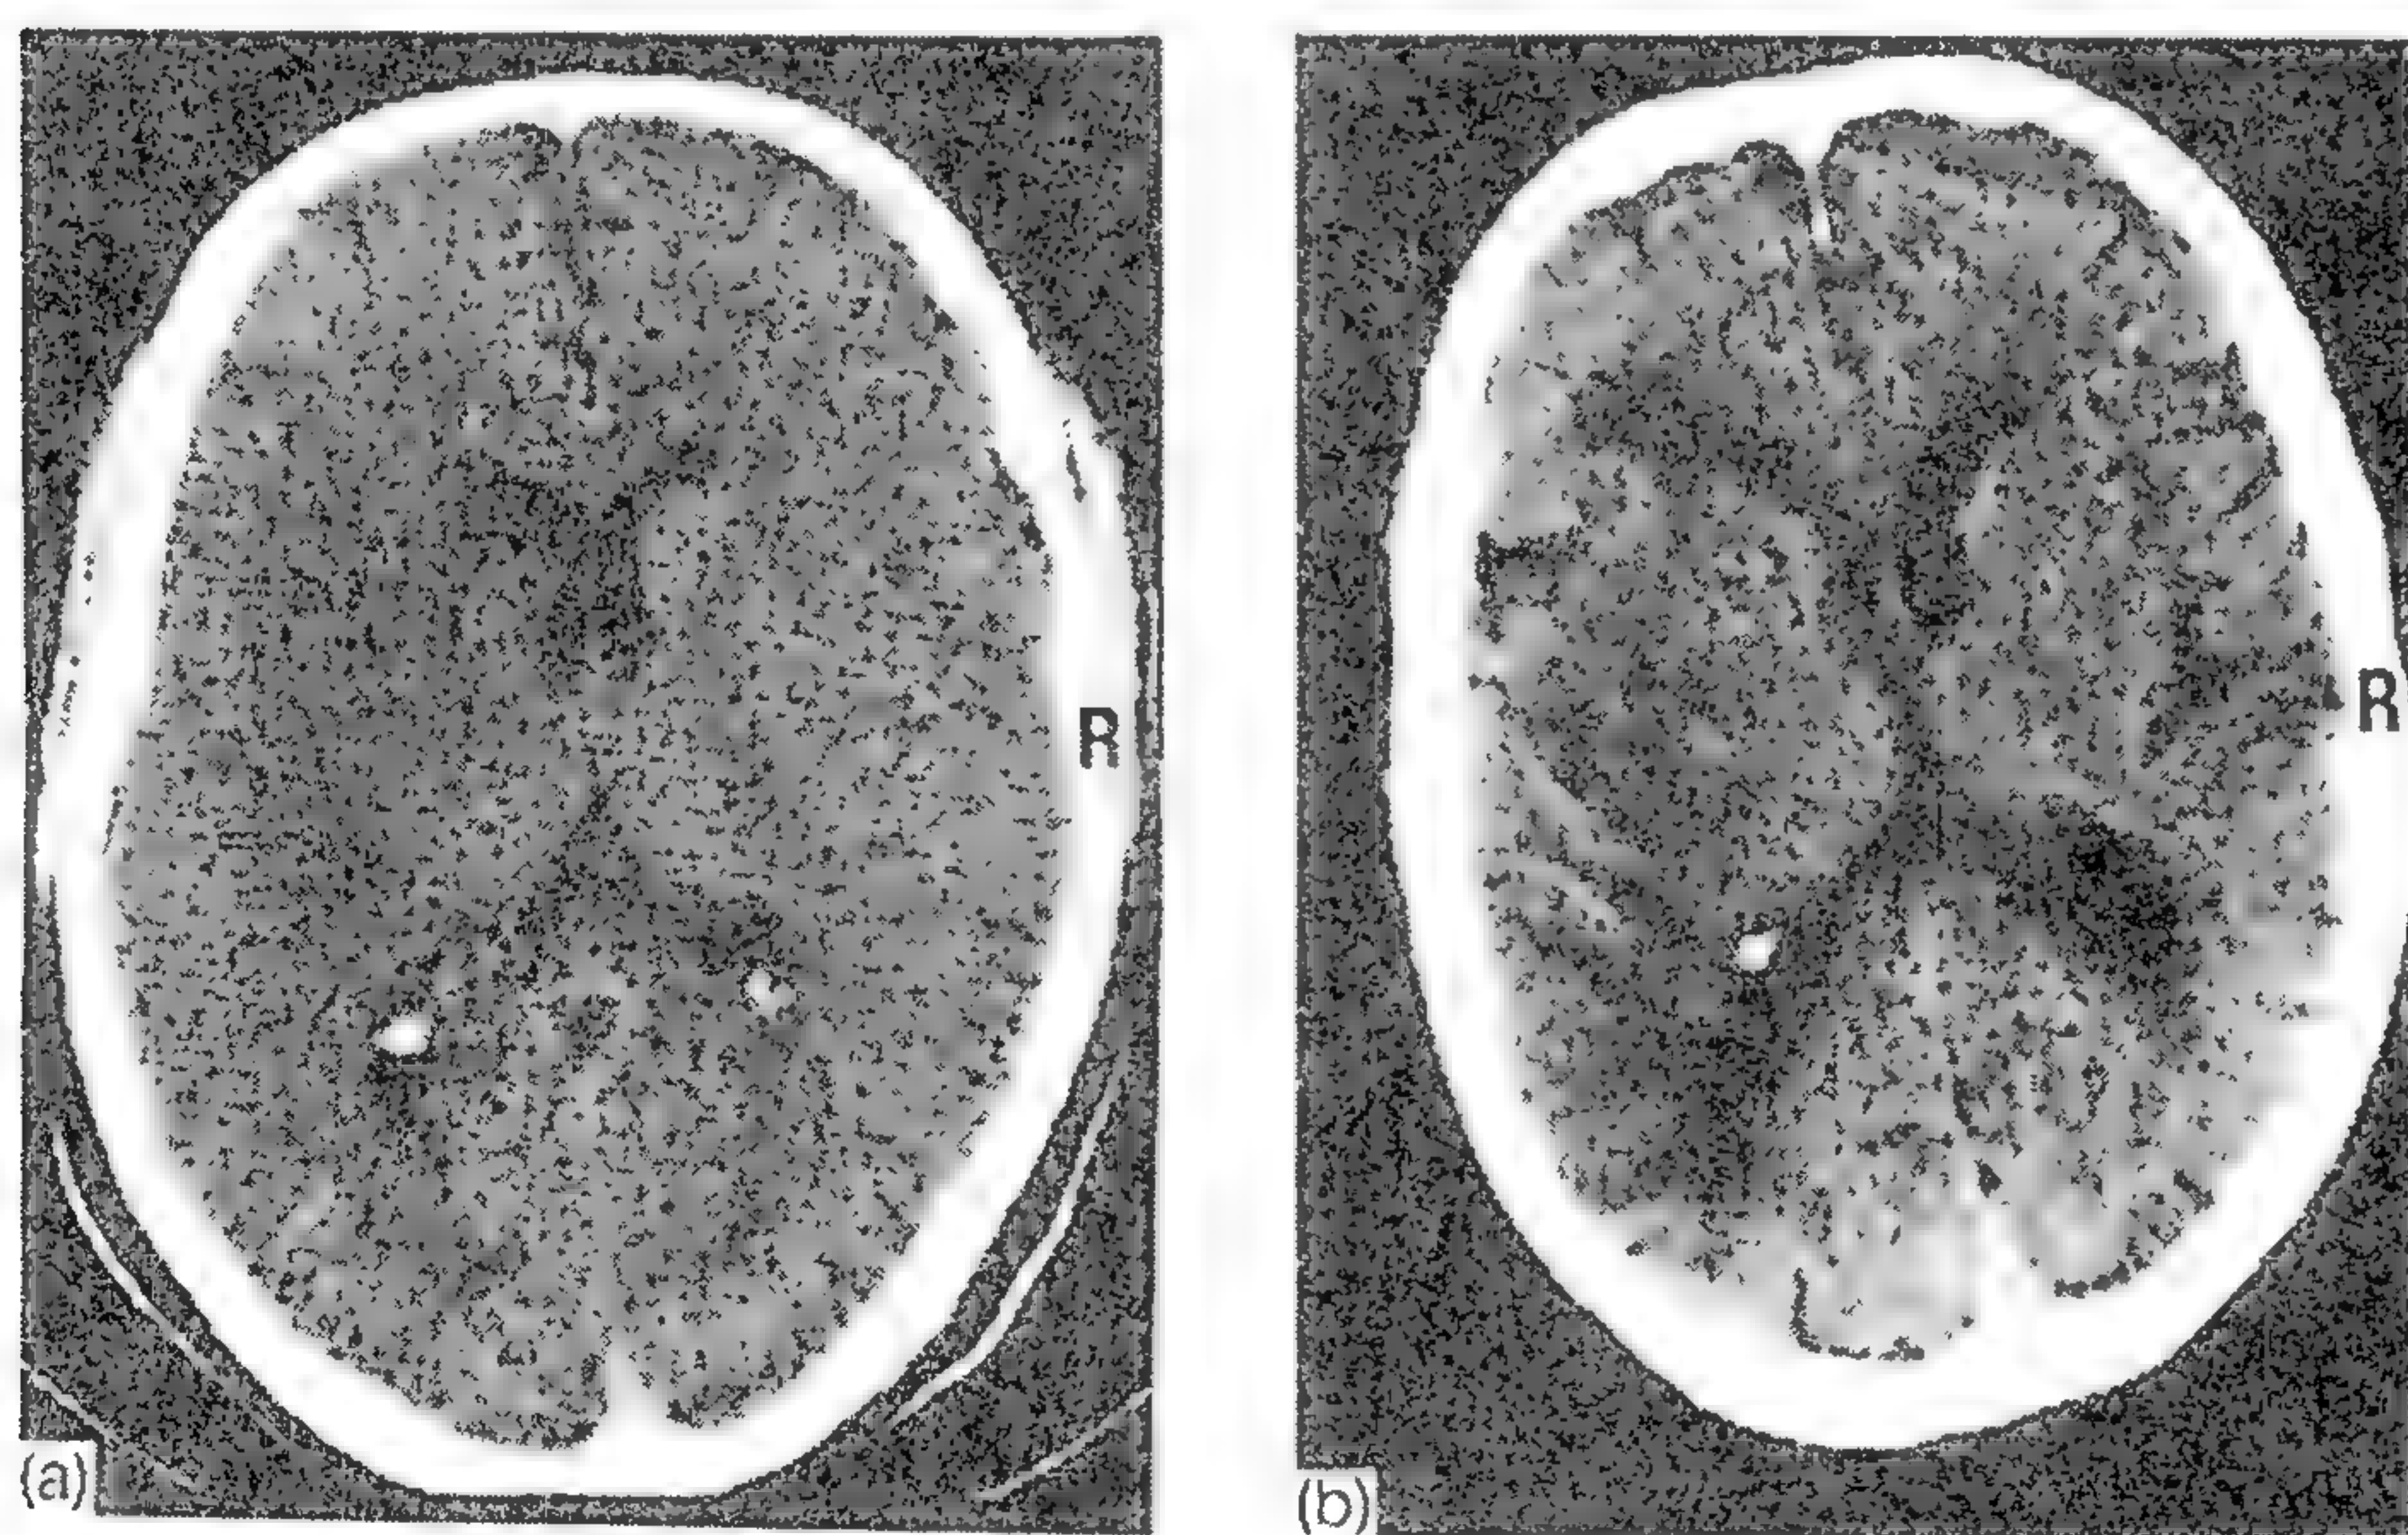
Examen CT a unui infarct cerebral din teritoriul arterei cerebrale medii stângi: *a* - examinare la 24 ore de la debut, care arată o hipodensitate vagă a emisferei cerebrale stângi cu posibilă compresiune asupra cornului anterior al ventriculului lateral stâng; *b* - La trei săptămâni după debut, hipodensitatea infarctului este bine definită.
